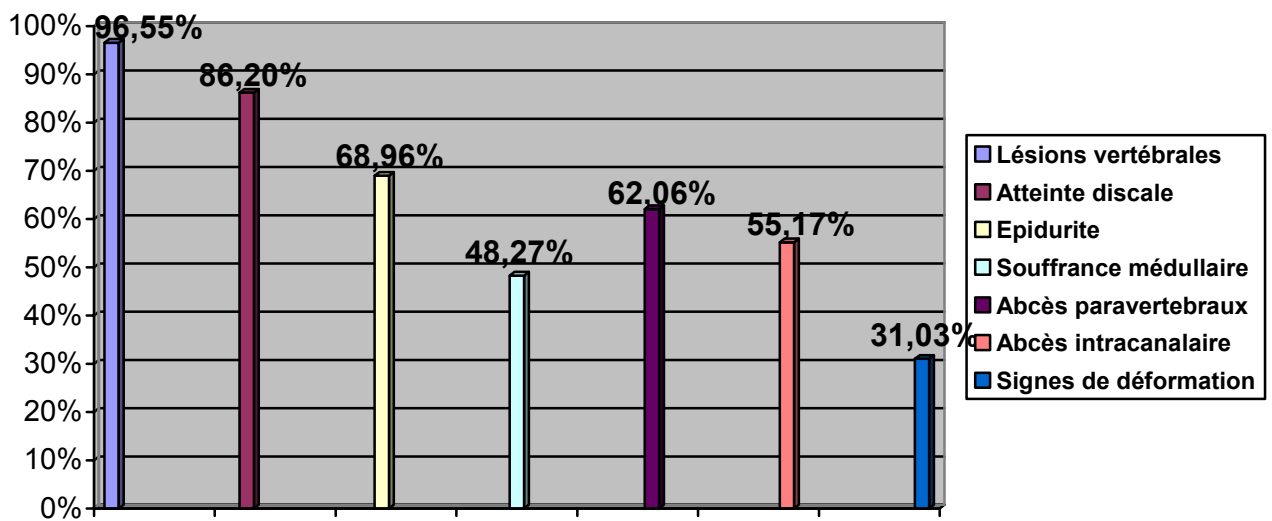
Différentes lésions rachidiennes visualisées à l'IRM
